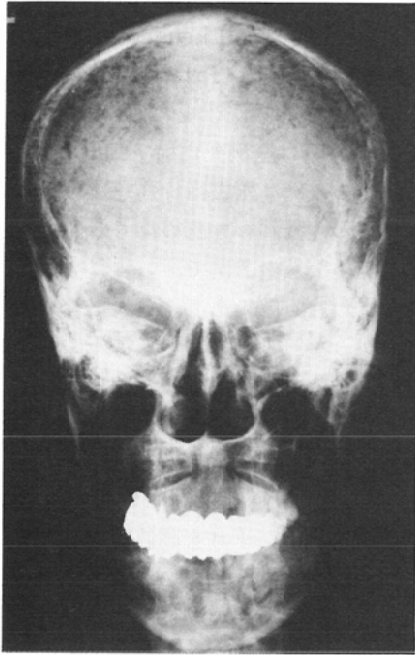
Case 1, skull roentgenogram. Diffuse osteolytic changes are noted.
